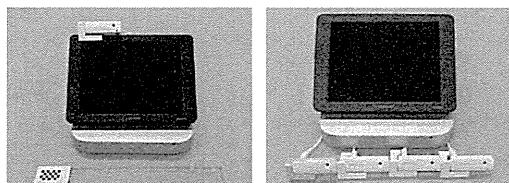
Pattern tracking based ultrasound image-endoscopic image overlay system (left) and simplified surgical headquarters system (right).
